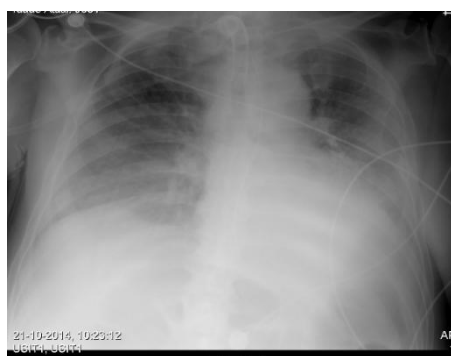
Telerradiografía de tórax de 21/10/2014 (sentado)
